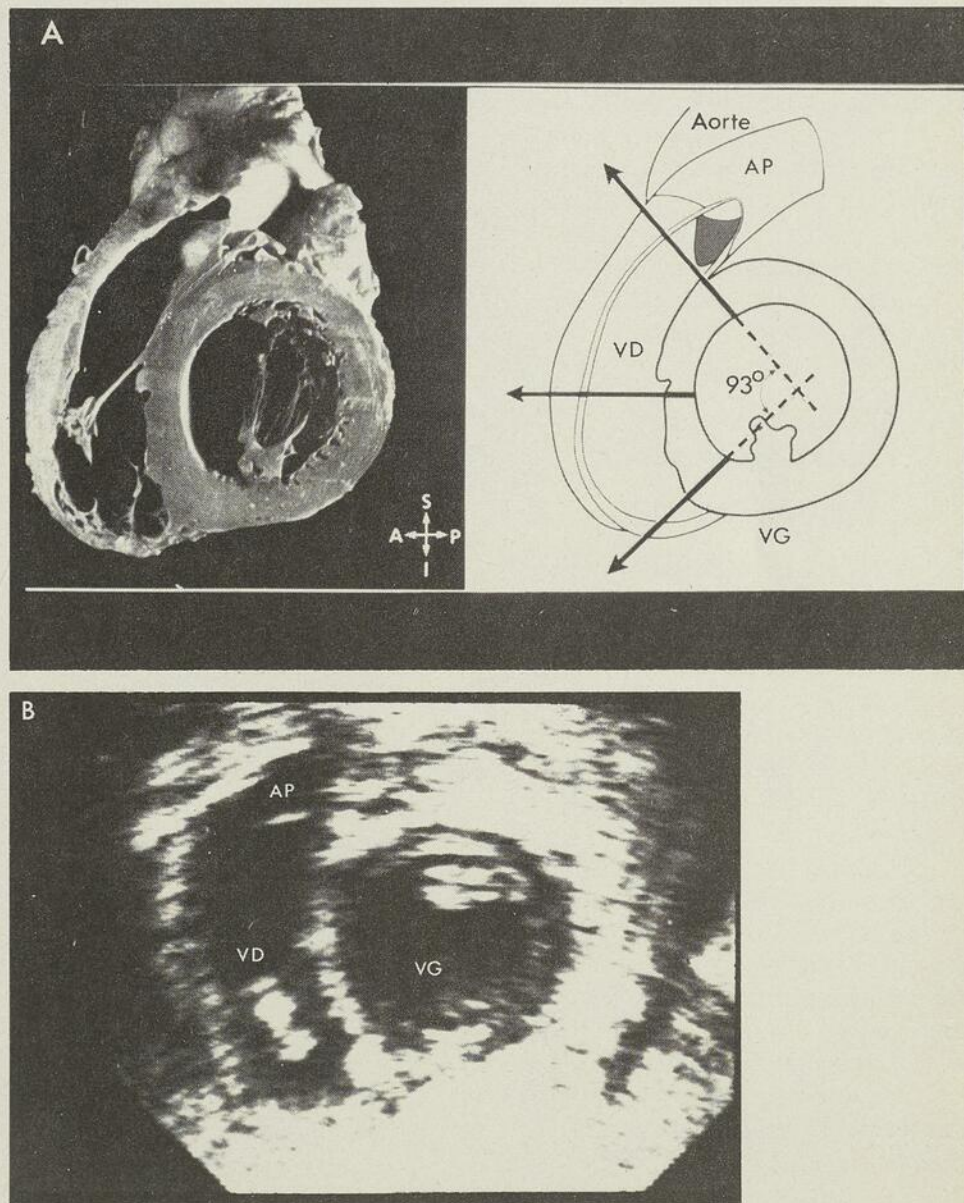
Coupe transverse — A) anatomique, B) échocardiographique.
